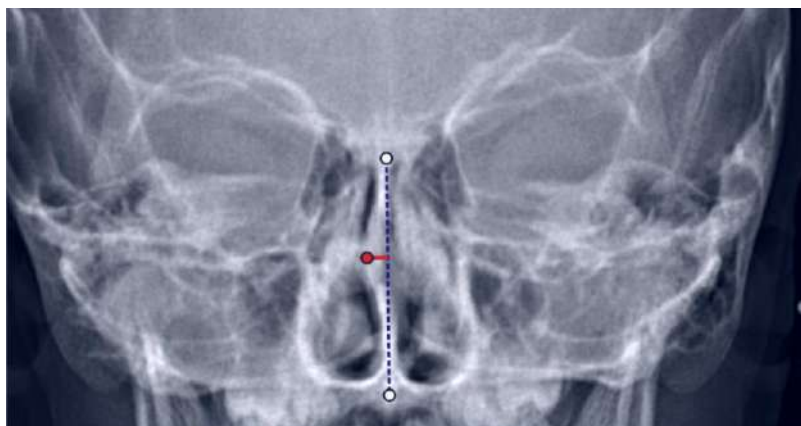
Teleradiografía de frente. Desviación del tabique en mm.
